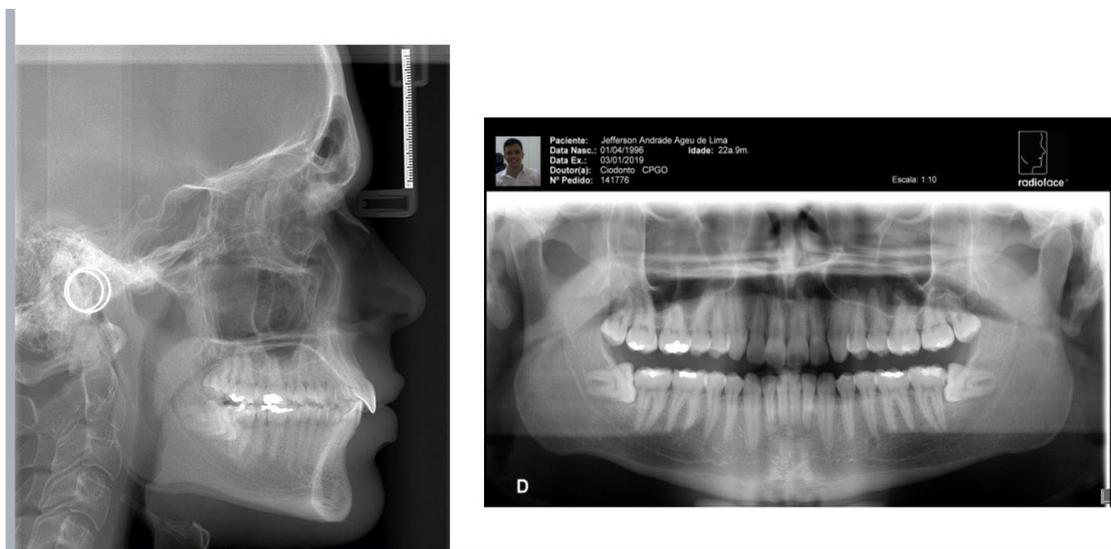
(A- B) – Telerradiografias Iniciais A) Perfil B) Panorâmica
